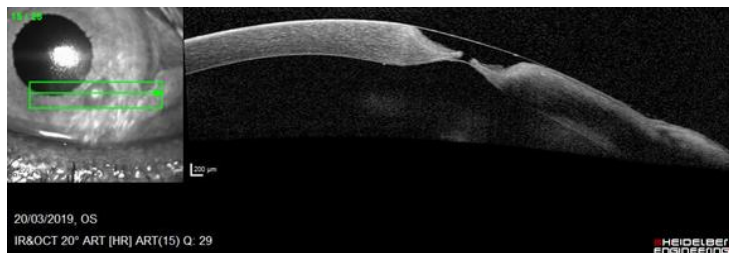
tomografía de una plastia lamelar de unos 3-4 mm y cuyo defecto no interfiere en el eje visual.
